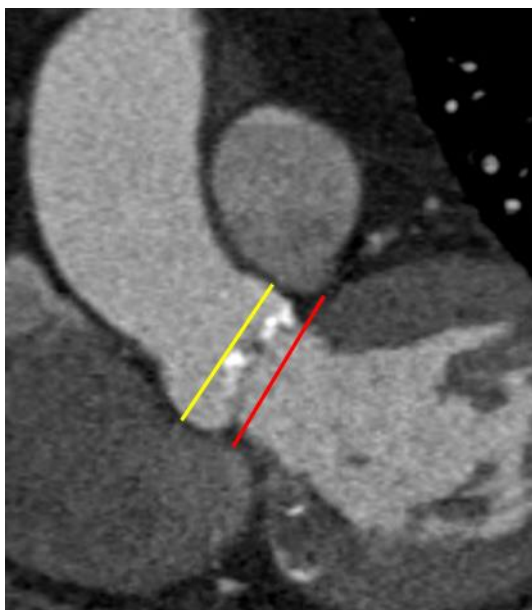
Компьютерная томография корня аорты
